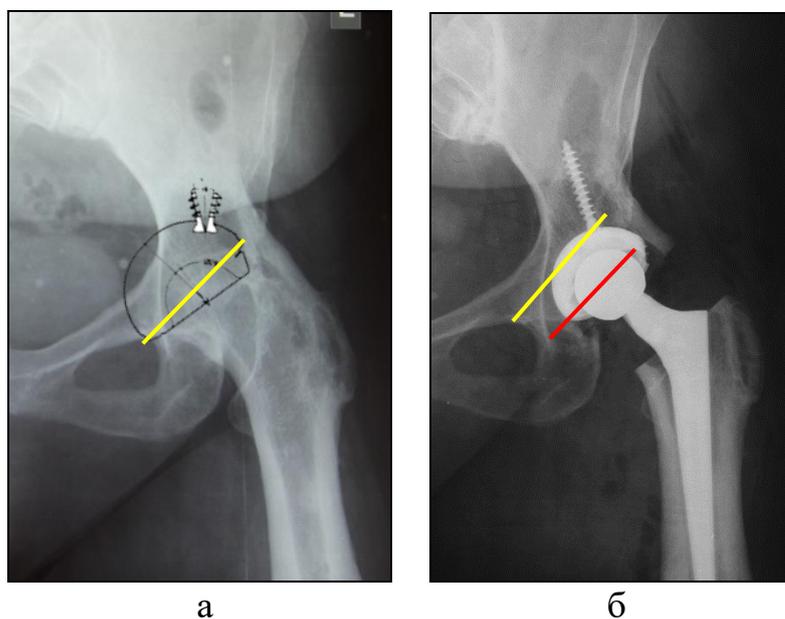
Ошибки определения уровня остеотомии при отсутствии анатомических ориентиров: а – рентгенограмма в прямой проекции до операции (желтым маркером указана линия планируемой остеотомии); б – рентгенограмма после операции (фактическое местоположение остеотомии, располагается на 2,5 см латеральнее планируемого)
